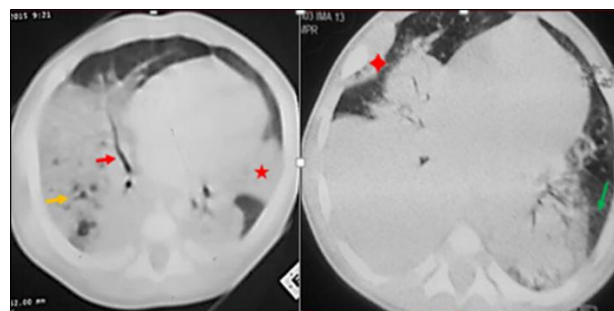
TDM du thorax en coupe axiale et fenêtre pulmonaire. Condensations bilatérales avec bronchogramme et alvéologramme. Atélectasie linguilaire, masse sous-pleurale. Épaississement des septa interlobulaires et « verre dépoli ».
